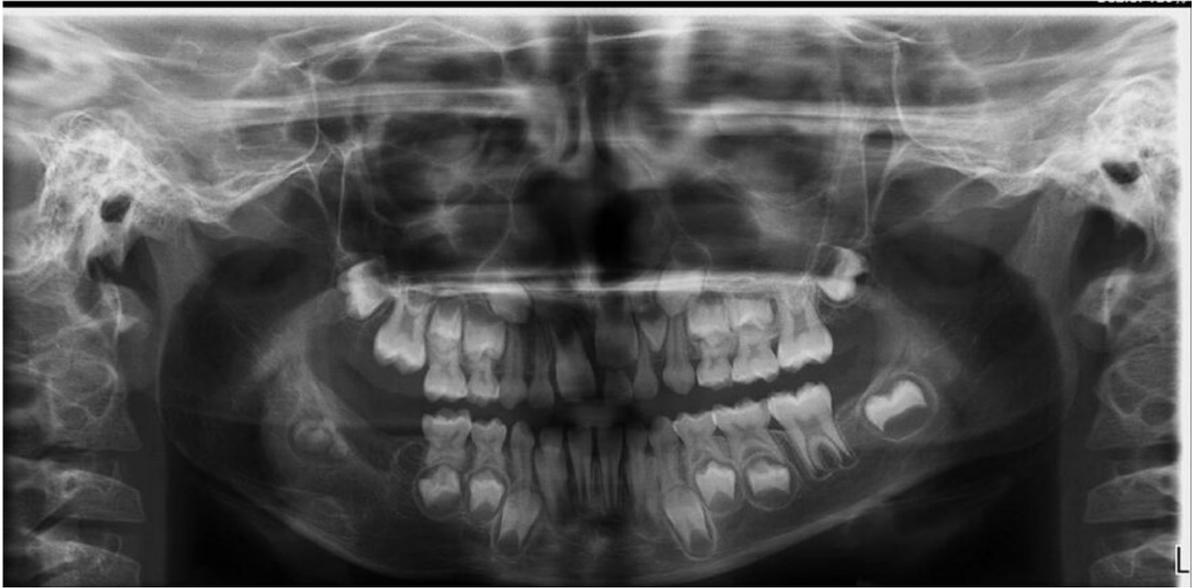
Radiografia panorâmica de acompanhamento de quatro anos.
